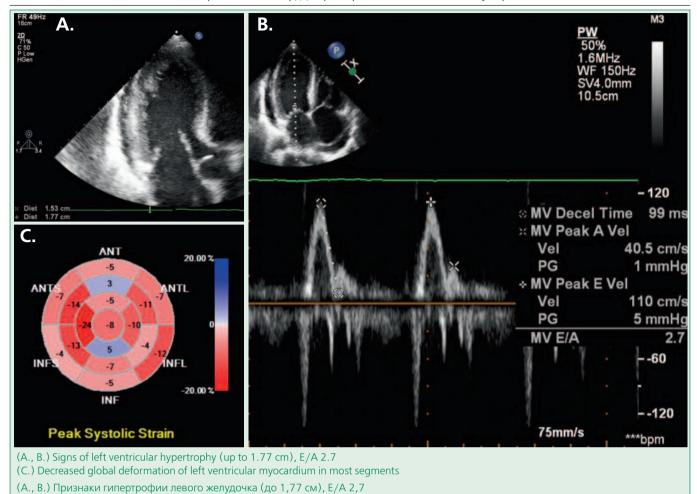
Echocardiogram of patient H., 38 years old Рисунок 2. Эхокардиограмма больного X., 38 лет
